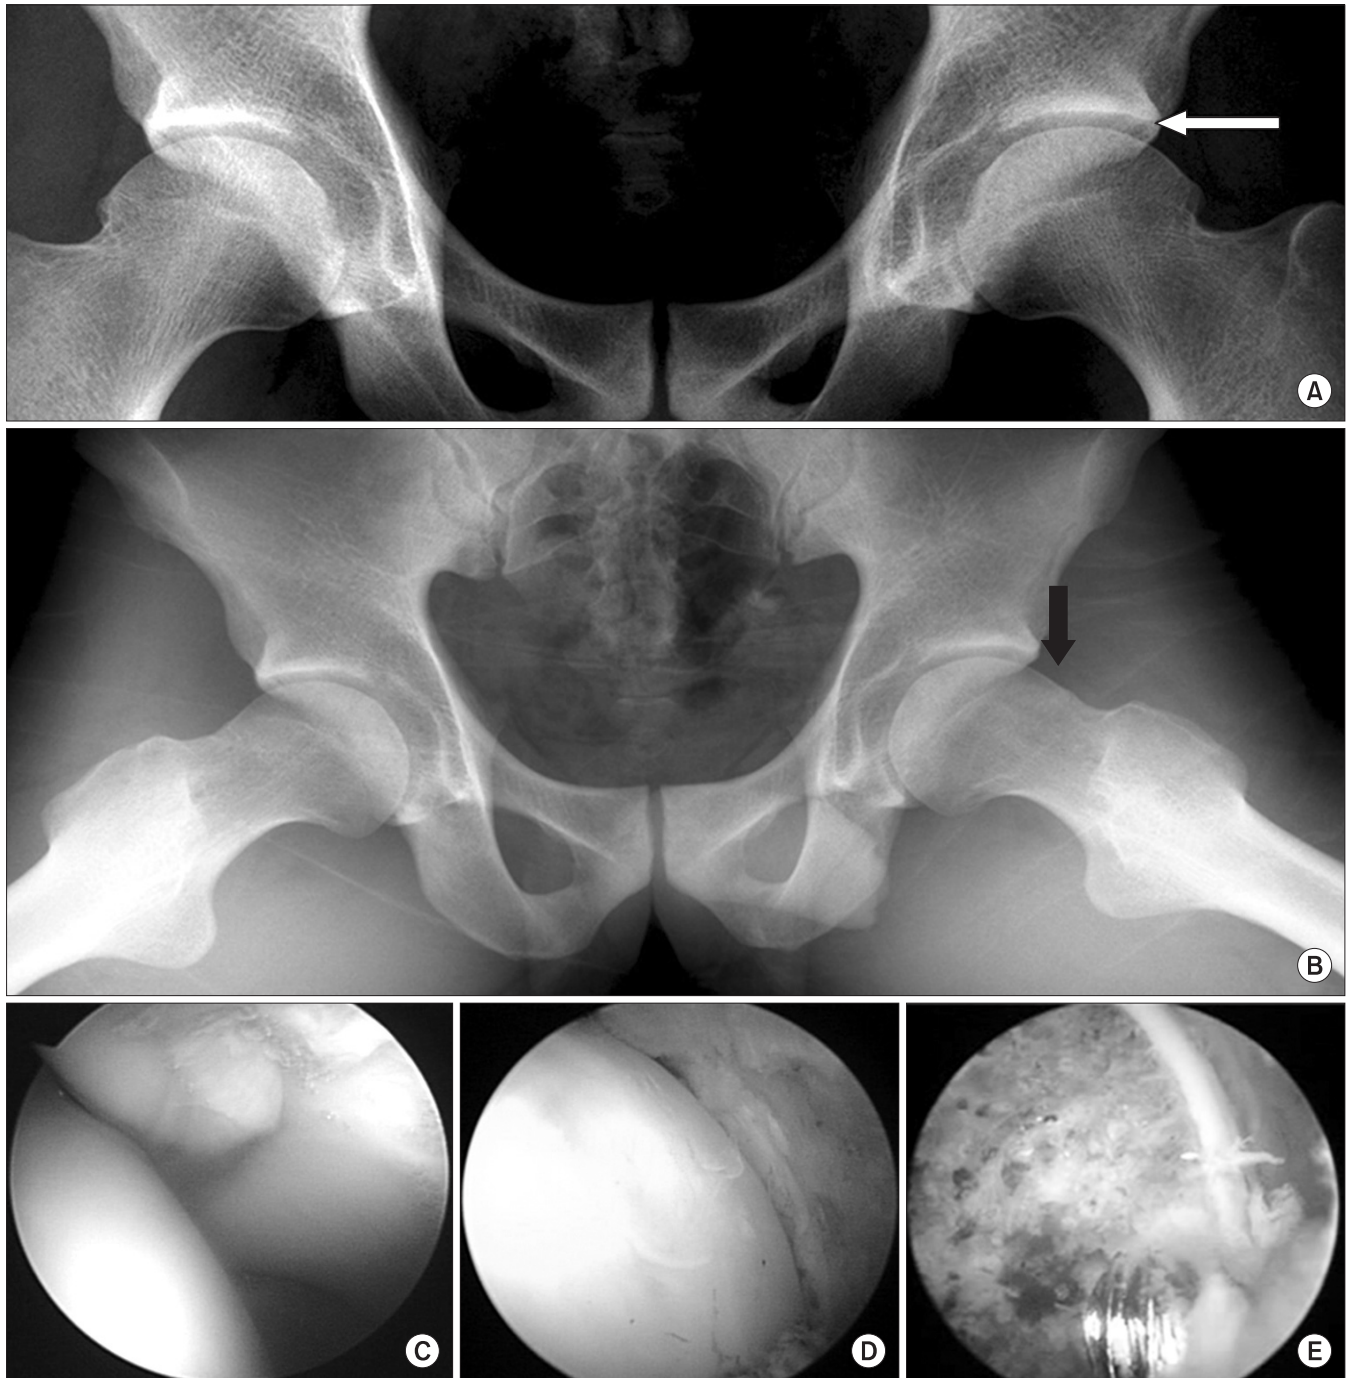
(A) A plain hip AP radiograph of a 22-year-old man, who was a professional Taekwondo player, shows acetabular retroversion (white arrow) on left hip. (B) Plain hip frog leg lateral radiograph shows a finding of decreased femoral offset and femoral flattening (black arrow). (C) Arthroscopic finding: A labrum at 3 o'clock was torn. (D) Acetabuloplasty after partial labrectomy was performed. (E) Femoroplasty was performed.
